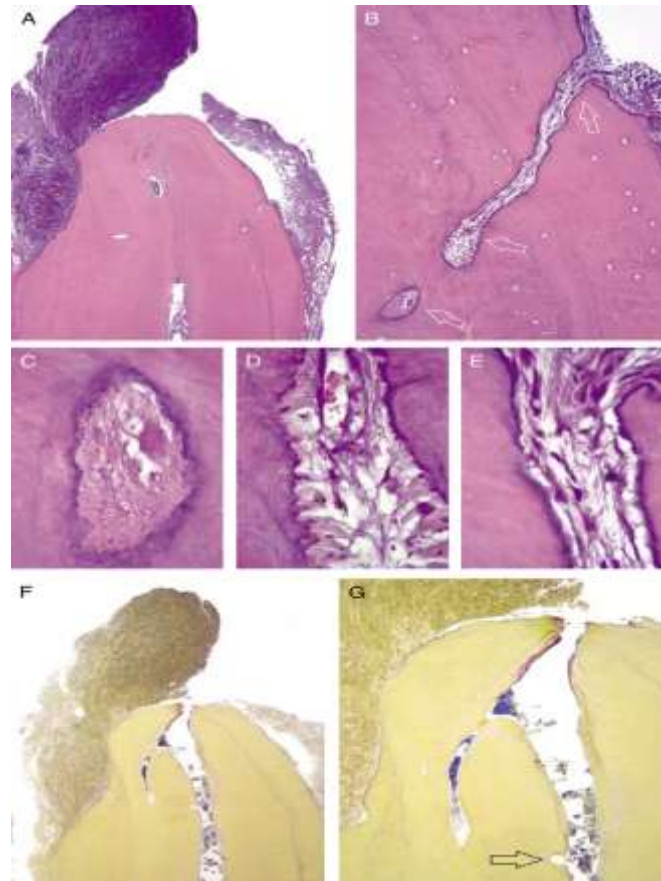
En otros casos, la luz de la ramificación estaba prácticamente obstruida con bacterias, muy a menudo en forma de biopelícula. En la figura 6,<sup>8</sup> se da un ejemplo de estas dos situaciones, se trata de un molar maxilar superior con la corona totalmente destruida por un proceso de caries, el cual se consideró no restaurable. Se extrajo el diente junto con la lesión periapical de la raíz distovestibular. Varios cortes muestran que la pulpa del conducto principal estaba necrótica al igual que en sus ramificaciones y se observó tejido necrótico, aproximadamente hasta la mitad del conducto lateral (Fig. 6B, C), seguido por tejido inflamatorio (Fig. 6D). Es interesante observar que en la salida del conducto lateral hacia el ligamento periodontal, no había tejido inflamatorio (Fig. 6E).
